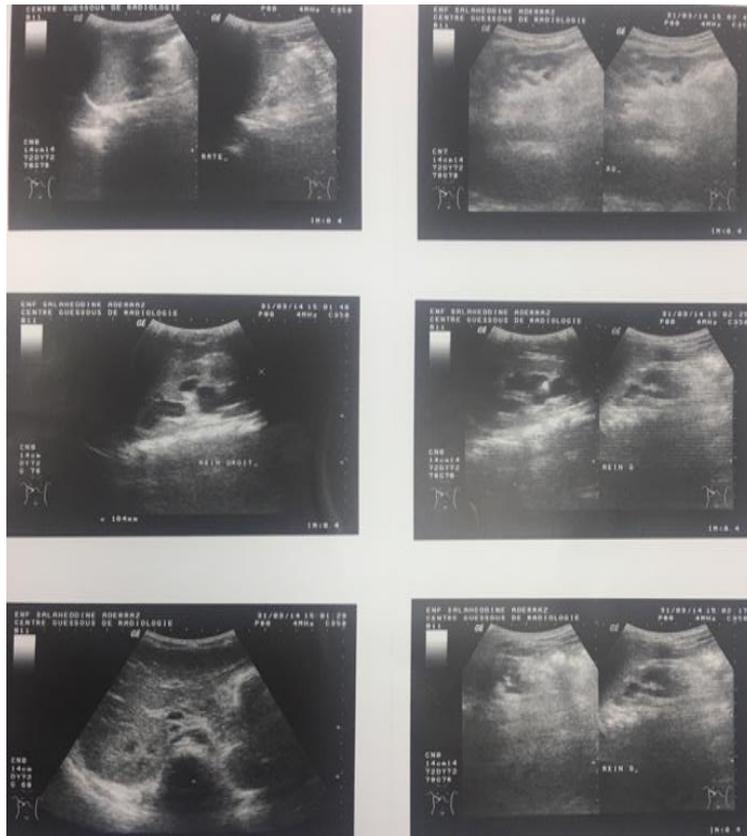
Échographie de l'arbre urinaire montrant une dilatation urétéro-pyélo-calicielle et des calculs rénaux gauches, droits et vésical
